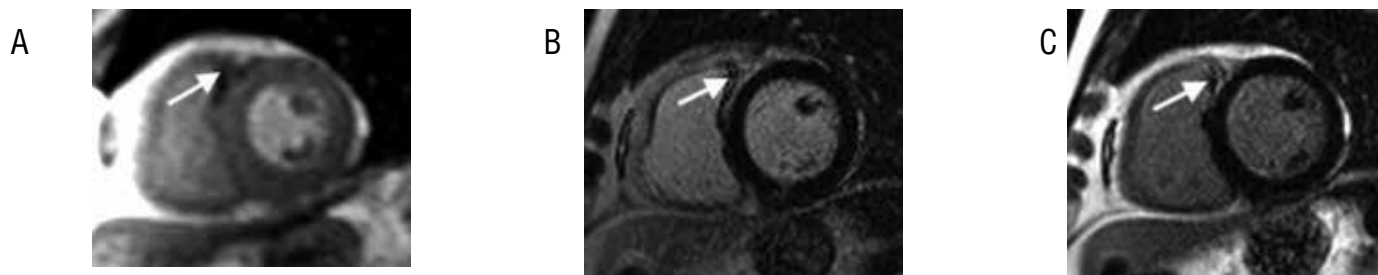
МРТ сердца с контрастным усилением у пациента У. 65лет, поступившего в нашу клинику с жалобами на общую слабость, преимущественно в послеобеденный период дня, головокружение.
